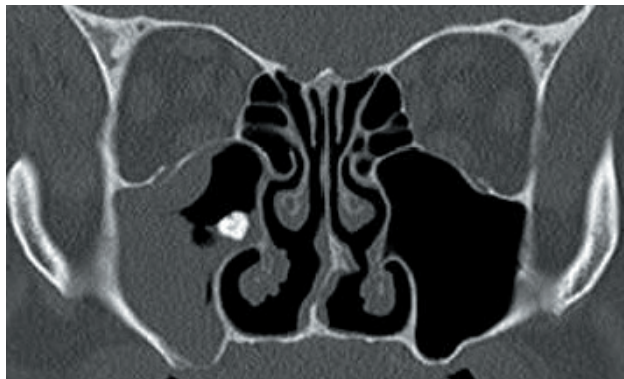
Corte coronal de TC en el que se observa ocupación sinusal de causa iatrogénica (desplazamiento de tercer molar).
